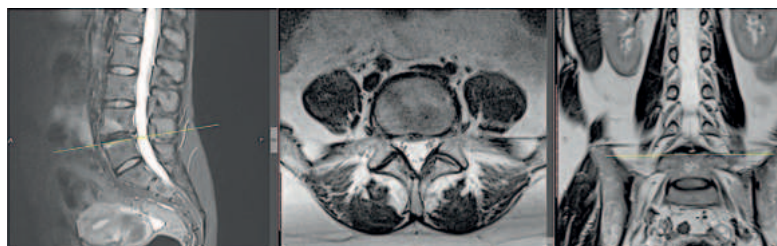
MRI before surgery, L4-L5 level.
